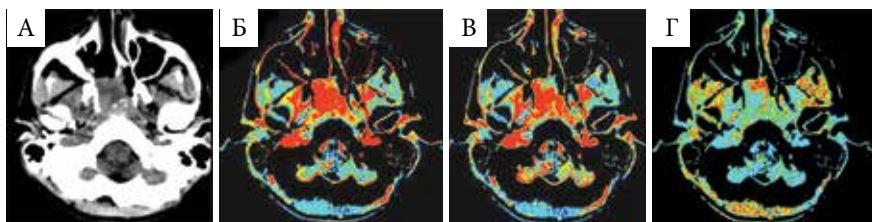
Перфузионная КТ пациента Ш., 17 лет, с продолженным ростом ЮАОЧ: А – МСКТ, аксиальная проекция: опухоль расположена в носоглотке и правой клиновидной пазухе; Б, В – CBV и CBF: ангиофиброма имеет повышенные гемодинамические характеристики, выглядит гомогенной ярко-красной по сравнению с окружающими тканями; Г – МТТ: опухоль не отличается по гемодинамическим показателям от окружающих тканей
